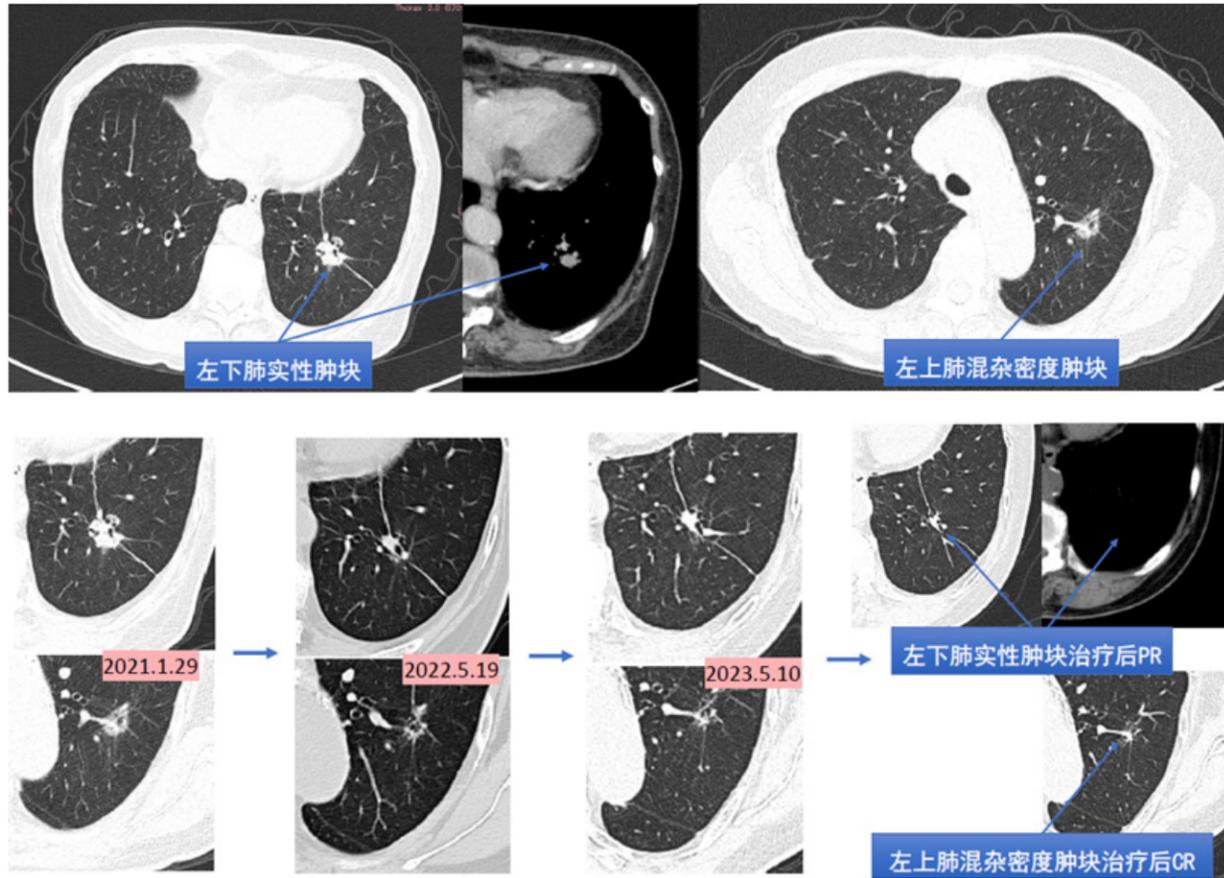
左下肺实性肿块, 左上肺混杂密度肿块。PET-CT考虑左肺多原发肺癌, 纵隔淋巴结不考虑转移。▲图4
